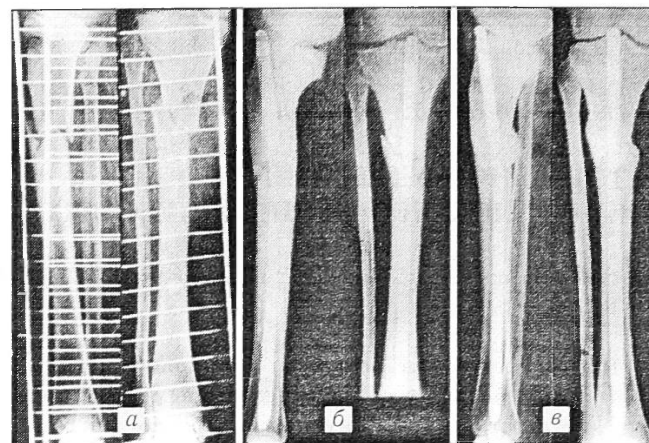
Рентгенограммы больной М.: а — до операции; б — после операции; в — после сращения отломков.
